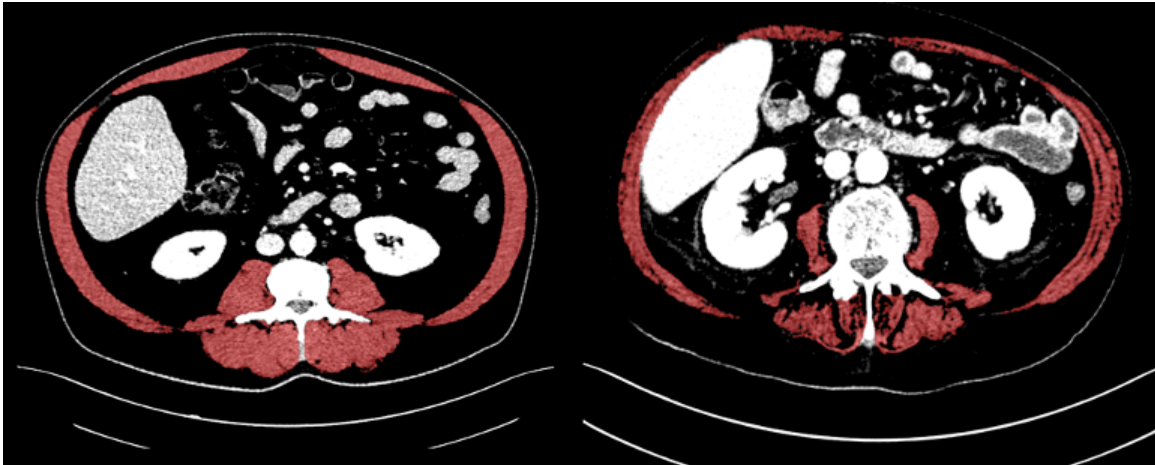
Beispiel Segmentierung der Skelettmuskulatur im 3D-Slicer: Rot markiert ist die Skelettmuskulatur innerhalb einer CT-Schicht auf Höhe von LWK3, zur Grundlage der Berechnung des Skelettmuskelindex (L3SMI). Links ein Beispiel eines hohen L3SMI, rechts ein Beispiel eines niedrigen L3SMI (CT = Computertomografie, LWK3 = dritter Lendenwirbelkörper, L3SMI = Skelettmuskel-Index auf Höhe des dritten Lendenwirbelkörpers)
